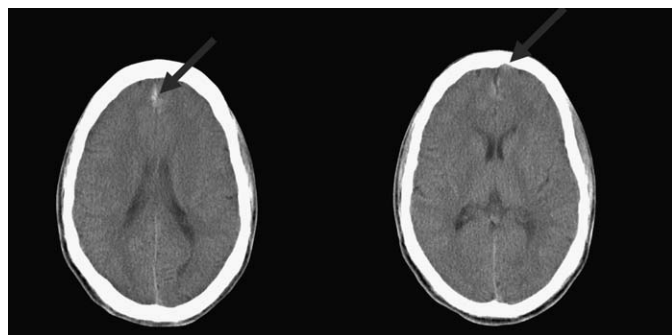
20-jähriger Patient mit leichtem Schädel-Hirn-Trauma nach Skiunfall: GCS15, keine Amnesie, keine Bewusstlosigkeit. Das Schädel-CT zeigt eine Einblutung in den Frontallappen sowie ein frontales subdurales Hämatom (Pfeile).
